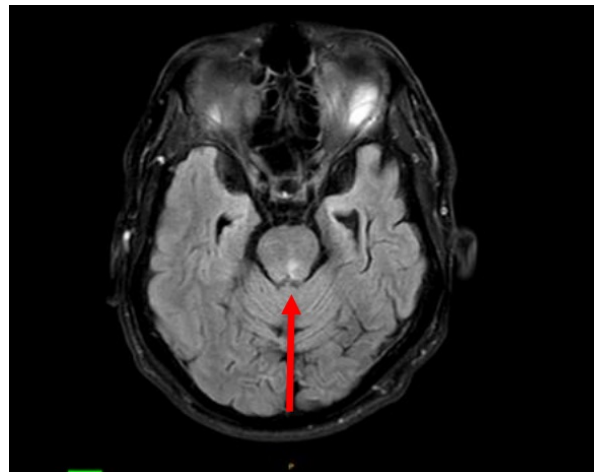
Resonancia magnética cerebral, corte axial y secuencia FLAIR potenciada en T2: imagen de lesión hiperintensa en el aspecto posterior y parasagital izquierdo del puente sugerente de una isquemia. (Flecha roja). Fuente: tomado por el autor.
